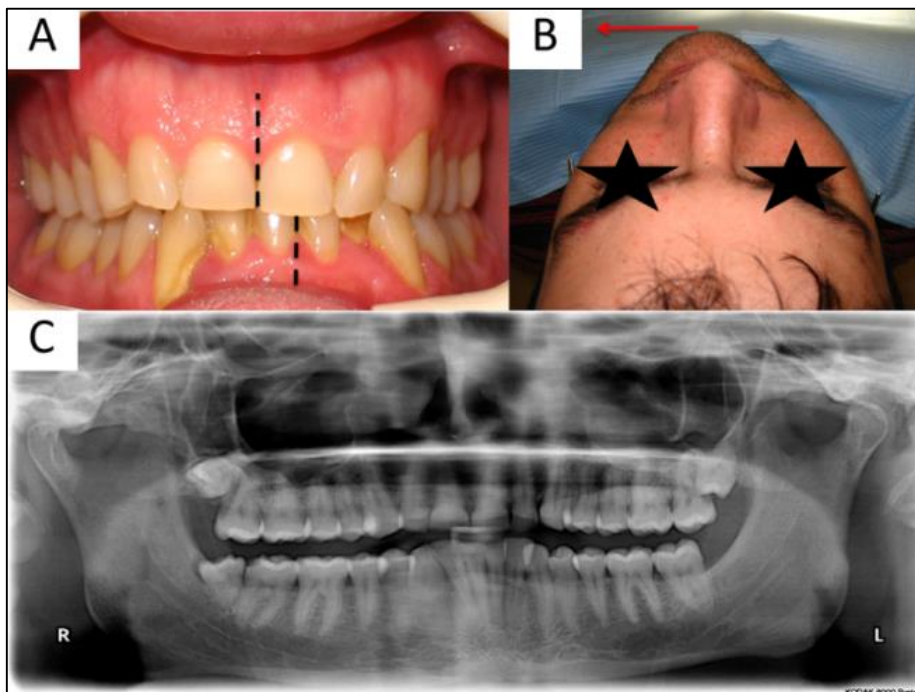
A Fotografía intraoral. B Fotografía extraoral en donde se aprecia la desviación mandibular. C Ortopantomografía.
